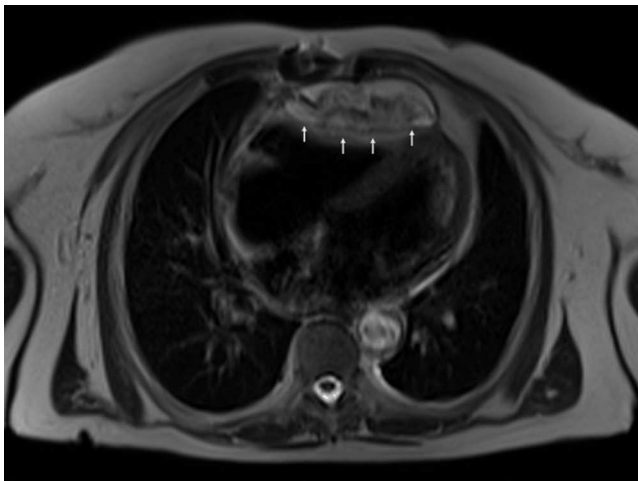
Resonancia magnética nuclear en la que se aprecia la presencia de una masa retroesternal (flechas blancas), que comprime la pared anterior del ventrículo derecho, de intensidad heterogénea, que sugiere densidad grasa.
